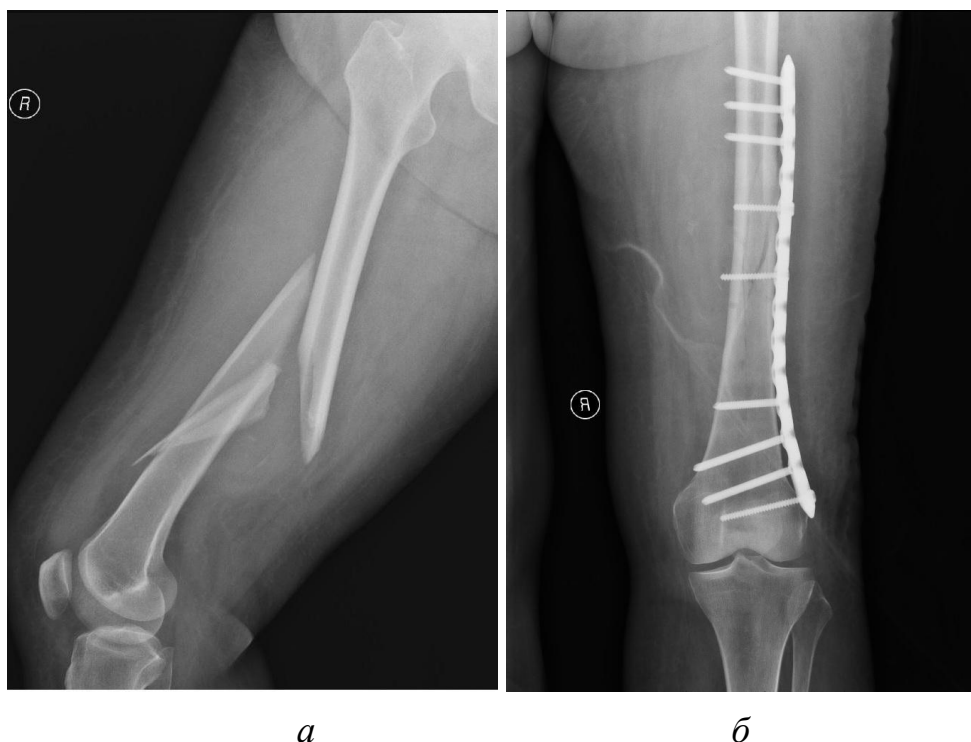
Рентгенограммы пострадавшего с диафизарным переломом бедренной кости, прооперированного разработанной пластиной: *а* — оскольчатый перелом диафиза правой бедренной кости; *б* — первичное сращение после накостного остеосинтеза
